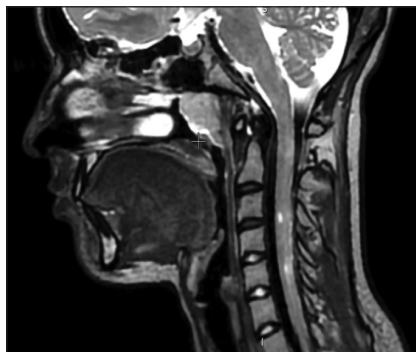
Острый миелит при ЗСОНМ. Очаг LETM, захватывающий шейный отдел спинного мозга. МРТ в режиме T2
